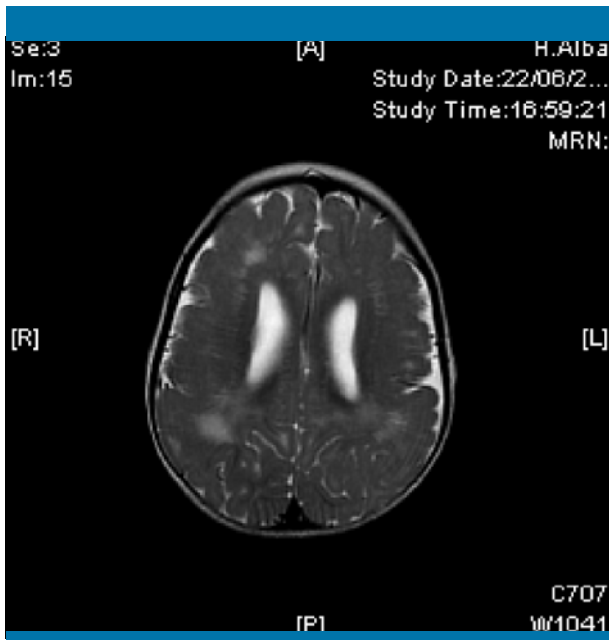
Resonancia magnética cerebral a los 13 meses de vida. La imagen spin-echo transversal potenciada en T2 muestra lesiones multifocales que afectan predominantemente a la sustancia blanca parietal profunda, respetando de forma relativa las fibras arcuatas y la sustancia blanca inmediatamente adyacente a los ventrículos
